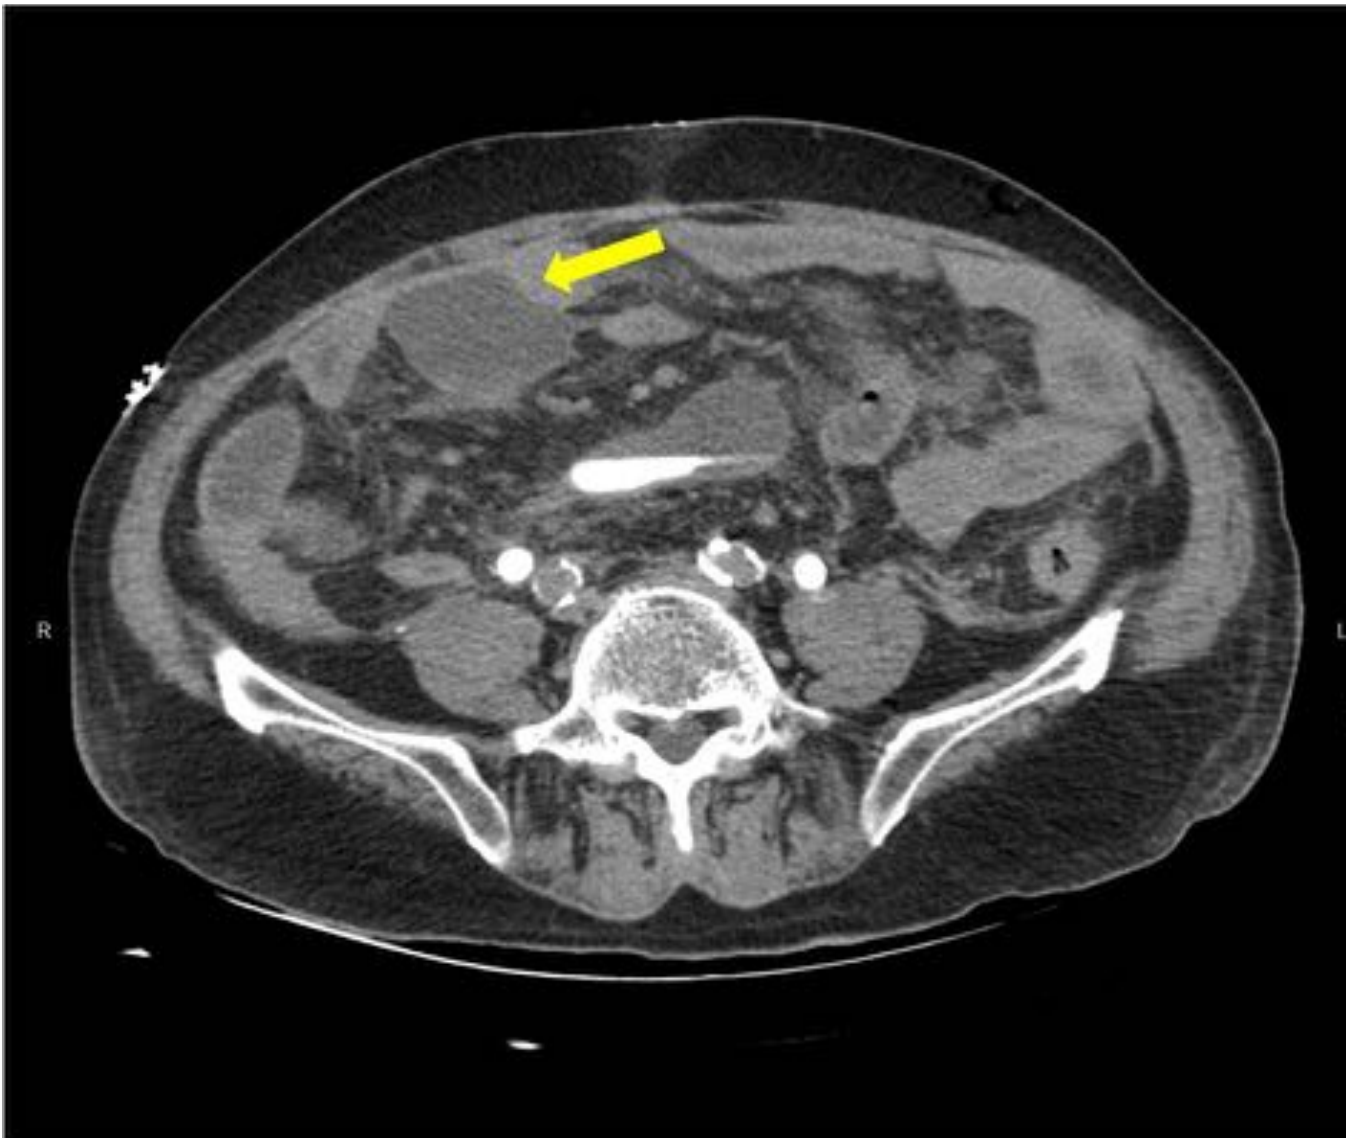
Varón de 67 años con fuga urinaria tras una cistoprostatectomía radical con reconstrucción tipo Bricker (paciente de figura 5). El Uro-TC muestra una colección bien definida de densidad líquido -urinoma- (flecha amarilla).
